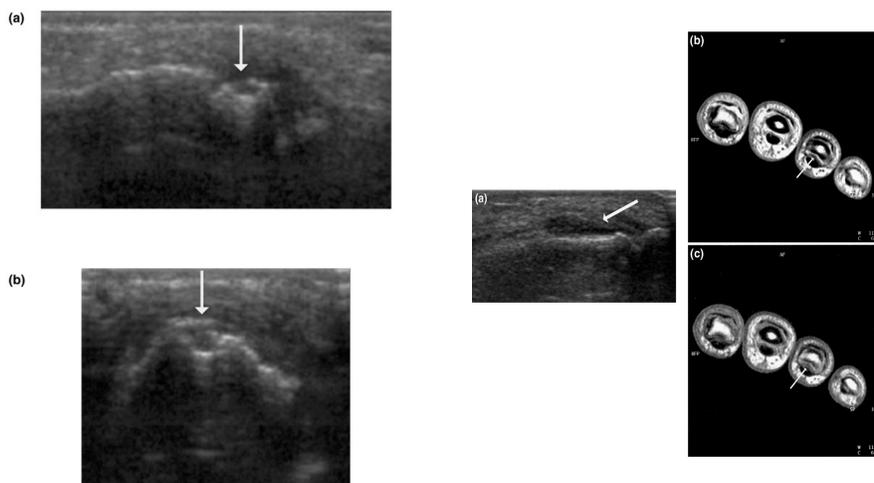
Segni di distruzione all'ultrasonografia nella quarta articolazione interfalangea prossimale: RA precoce. MRI e radiografia convenzionale non rivelarono alcun segno di distruzione nell'articolazione. (sulla sinistra) Segni di sinovite all'ultrasonografia e alla MRI nella quarta articolazione interfalangea prossimale: RA precoce. Le frecce indicano una area con sinovite. (sulla destra)
